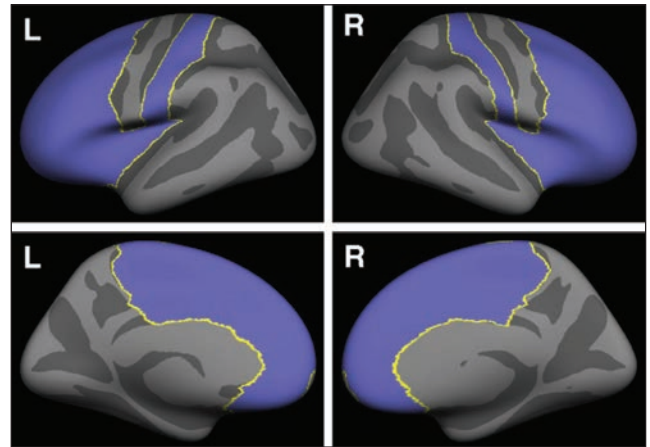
Máscara utilizada para realizar un análisis del espesor cortical (CTA). La máscara incluyó las cortezas somatosensorial primaria y secundaria (S1 y S2), el lóbulo paracentral (LPC), las cortezas cinguladas medias (CCA y CCM), la ínsula y la corteza prefrontal (CPF).
